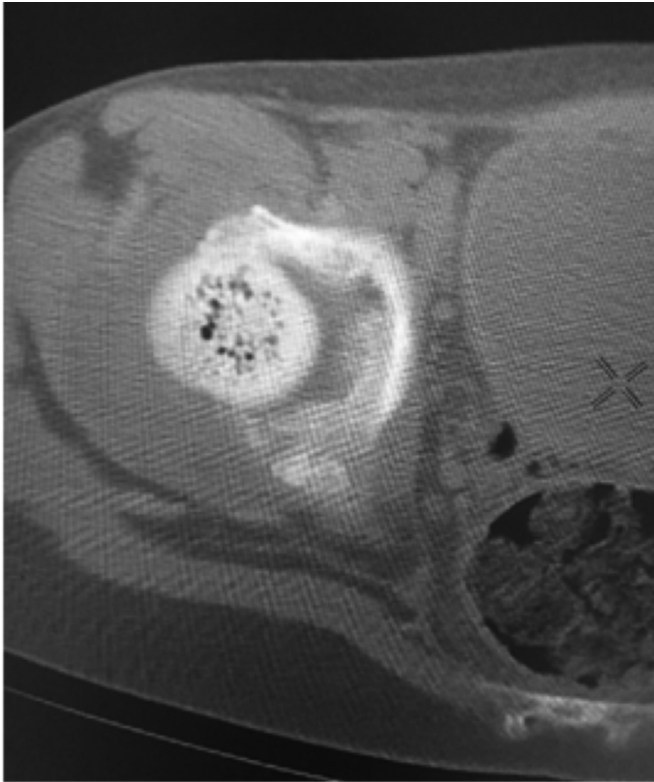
КТ правого тазобедренного сустава в аксиальной проекции
